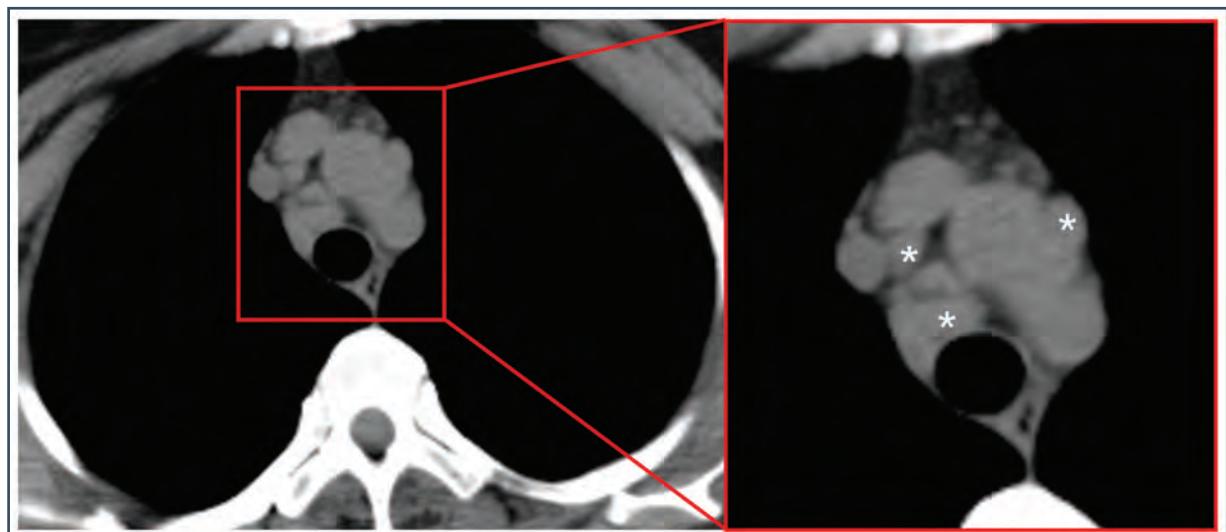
49-летняя пациентка с COVID-19, с болью в груди в течение 14 дней. КТ показывает увеличение лимфатических узлов средостения (звездочки).
